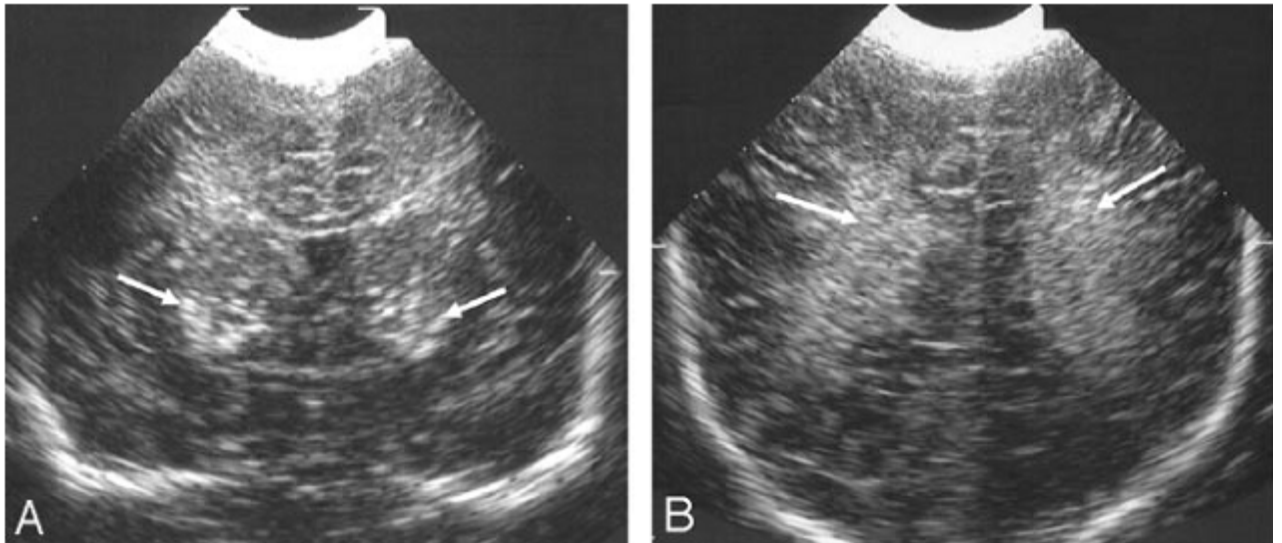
Distúrbio na fosforilação oxidativa. US em (A) no plano coronal mostrando intensa ecogenicidade na parte inferior da gânglia basal típica de vasculopatia lenticuloestriata (setas). Em (B) US no plano coronal evidenciando hiperecogenicidade bilateral na substância branca (setas). Não foi feita ressonância magnética (Leijser)
